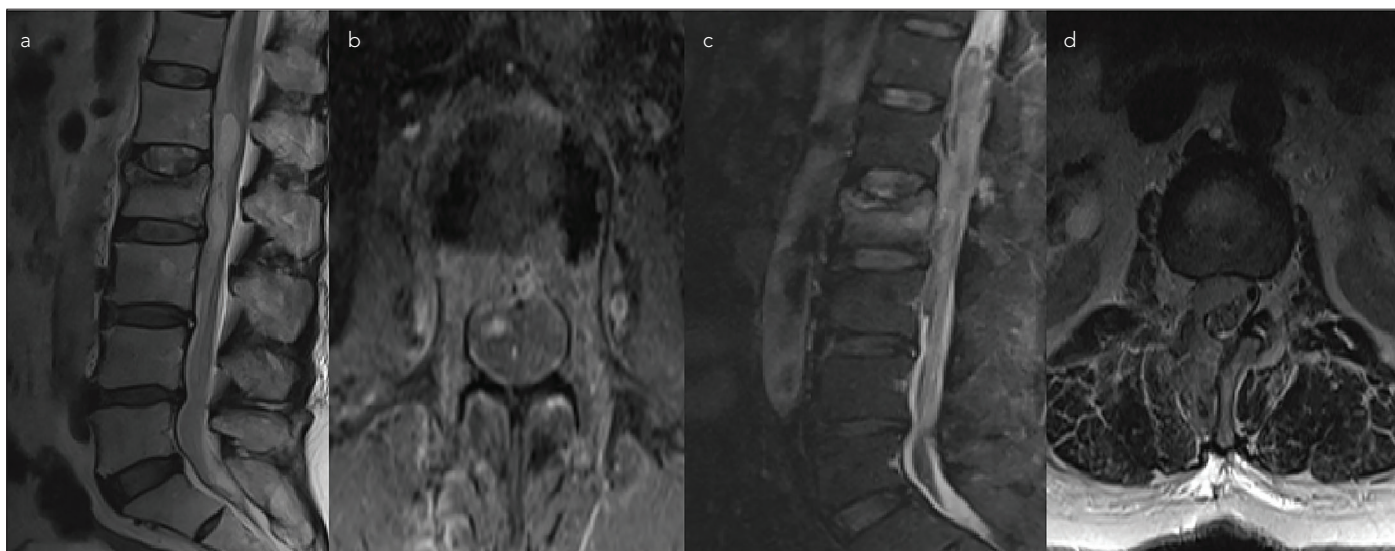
a-d. Postoperative T2 sagittal MR images revealed intraspinal hemotoma (a) Postoperative contrast-enhanced axial MR images revealed subdural hemotoma (b) After second operation, T2 sagittal MR images revealed epidural hemotoma (c) After second operation, T2 axial MR images revealed epidural hemotoma (d)
